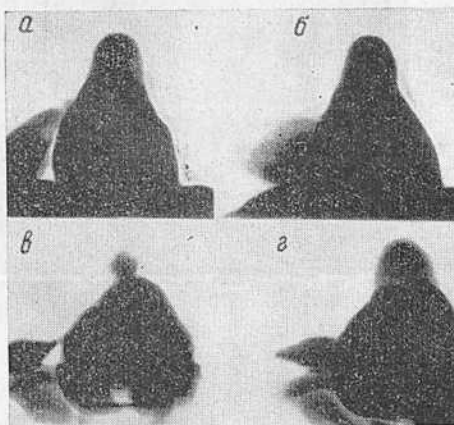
Рентгенограммы с моделей из пластилина: междолевого плеврита в передней проекции (а) и в лордотическом положении (б), ателектаза средней доли в передней проекции (в) и в лордотическом положении (г).
